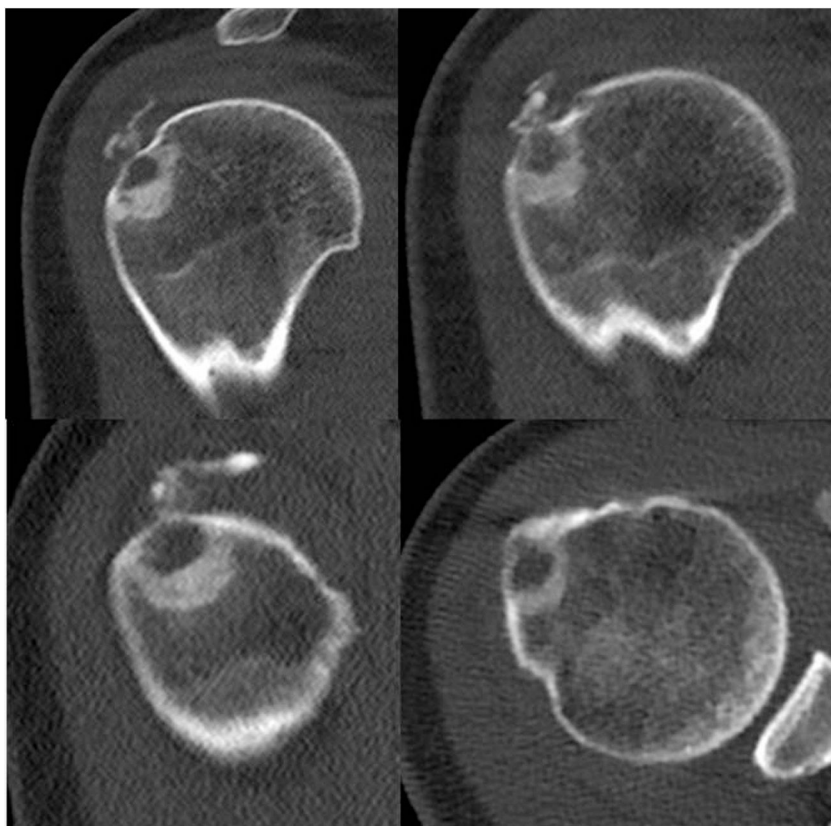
Imágenes de TAC. Se observa una lesión lítica cortical dependiente de la vertiente externa de la cabeza humeral con comportamiento expansivo, acompañada de un área osteocondensante periférica e hipodensidad periférica en relación con el edema óseo presente en la RM, presentando características radiológicas de agresividad local.
